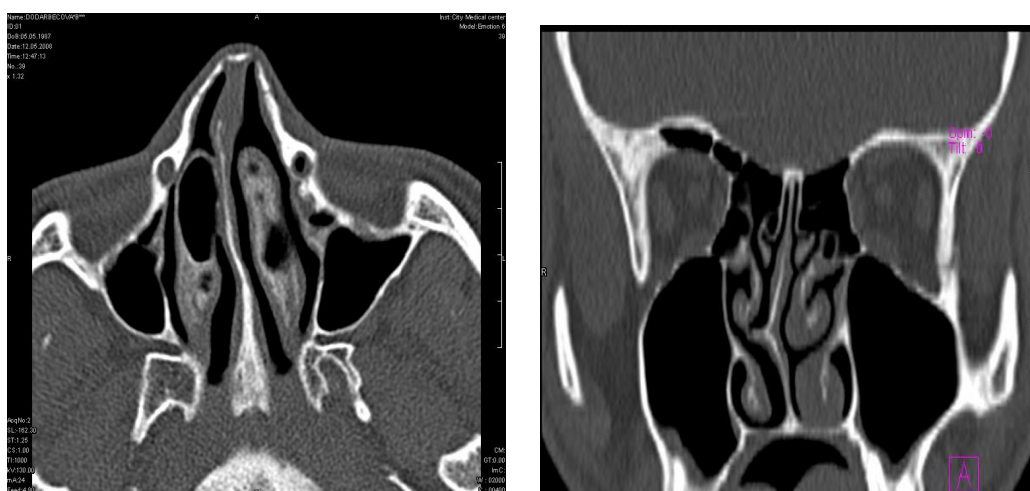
Больной Н. 21г. КТ носа и ОНП (видна деформация носа, носовой перегородки и гипертрофия носовых раковин слева.
